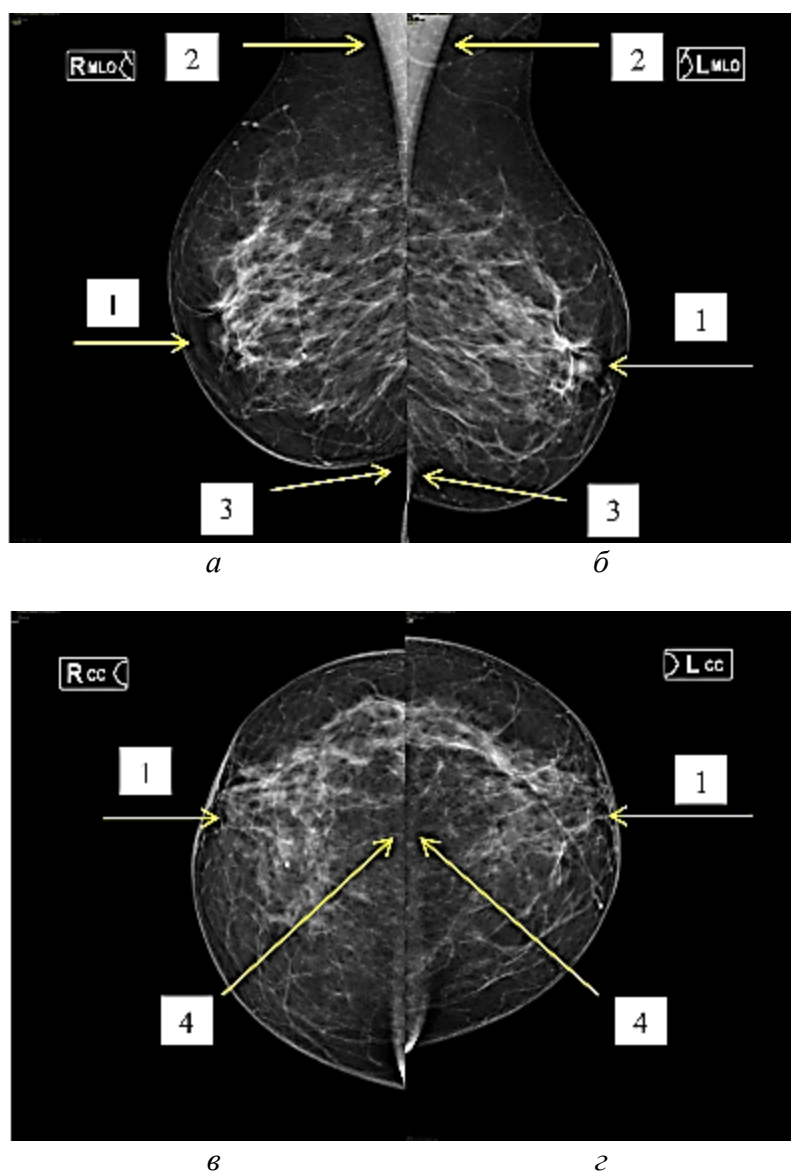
Обзорные маммограммы пациентки С., 60 лет, выполненные в 2 стандартных проекциях с несоблюдением параметров качества обзорных рентгенограмм молочной железы; плотность ткани ACR-BIRADS B:
